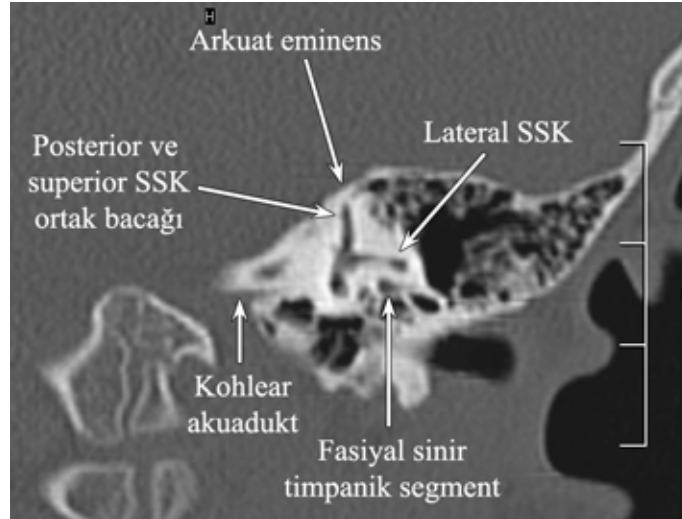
Temporal kemiğin oval pencere seviyesinden geçen koronal BT kesiti.
